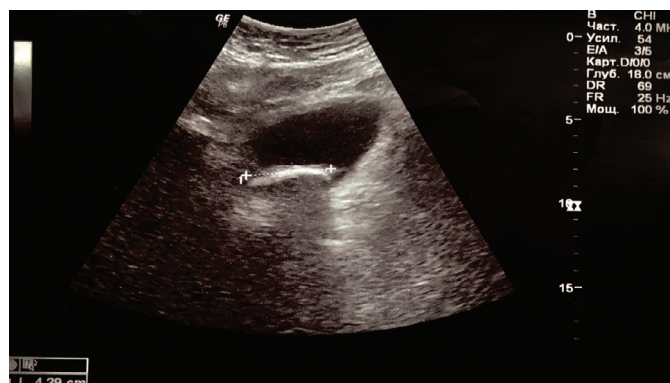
Пациент К. УЗИ (конкремент в мочевом пузыре)
